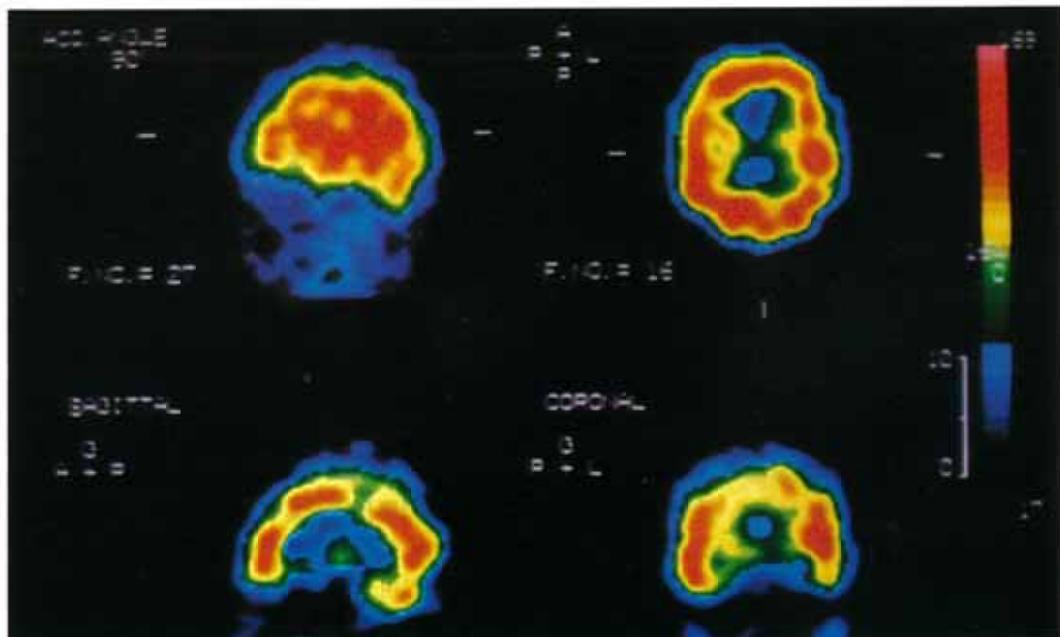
The IMP-SPECT study starting after 4 hours of IMP injection also showed the pattern of a regional increased uptake in the lower part of the left motor area and the upper part of the left temporal lobe.
